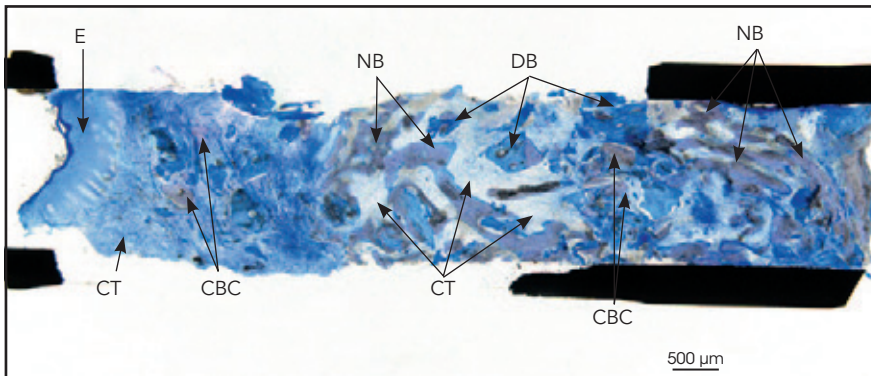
12 Wochen nach der DBM-Transplantation fand sich im apikalen und mittleren Drittel des entnommenen Knochenzylinders viel regenerierter Geflechtknochen. E = Epithel, CT = Bindegewebe, CBC = Spongiosachips, NB = neuer Knochen, DB = demineralisierter Knochen.
